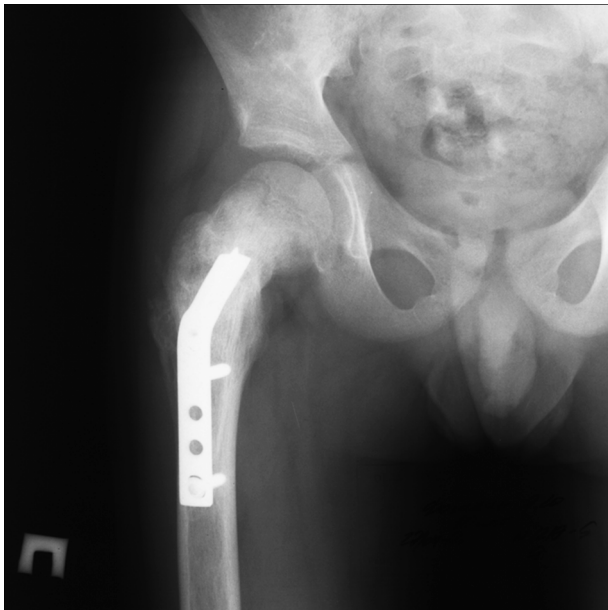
Рентгенограмма правой бедренной кости после проведения операции металлостеосинтеза (февраль 2012 г.)
